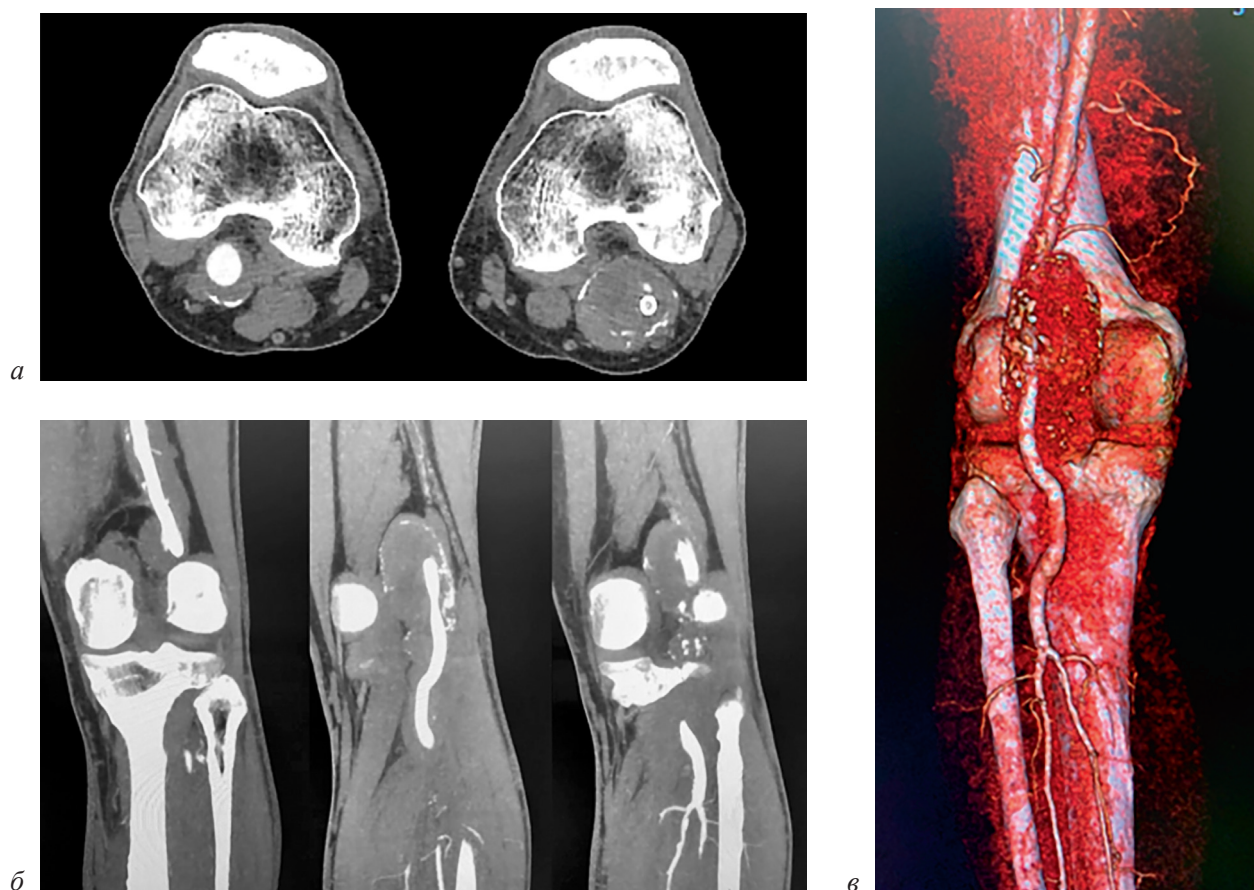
СКТ-ангиография нижних конечностей через 2 мес после вмешательства. Отсутствие контрастирования полости аневризмы левой подколенной артерии с проходимыми стентами (а, б):
